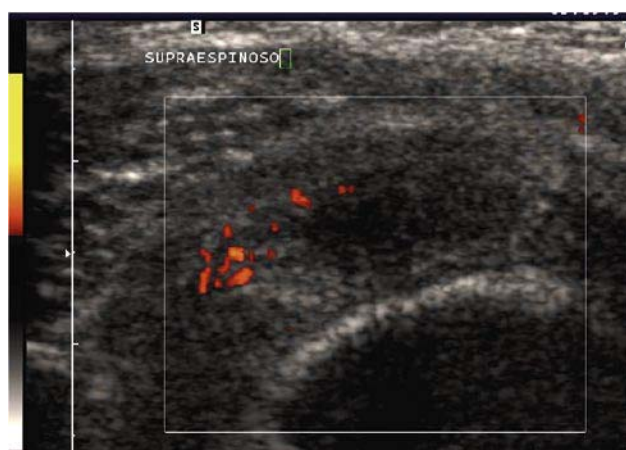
U.S. de hombro: Tendón supraespinoso engrosado y con zona hipoeoica y aumento de vascularización con Power-Doppler-Color (corte longitudinal).
